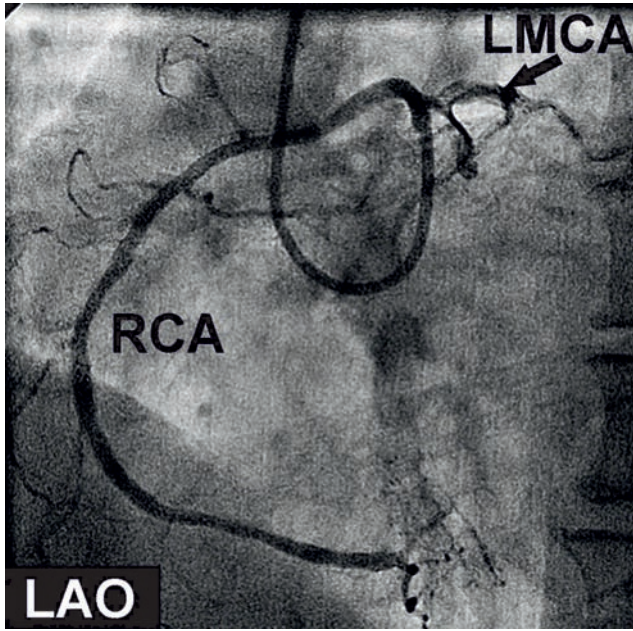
Figures A and B show semi-selectively opacification of the right coronary artery with small coronary orifice and very acute angulation. Figures C-F show the significant compression of the right coronary artery between the great arteries in different slices of the multislice computed tomography (Ao: Aorta, CX: Circumflex coronary artery, LAD: Left anterior descending artery, LAO: Left anterior oblique, LMCA: Left main coronary artery, MPA: Main pulmonary artery, RCA: Right coronary artery, RVOT: Right ventricular outflow tract).
